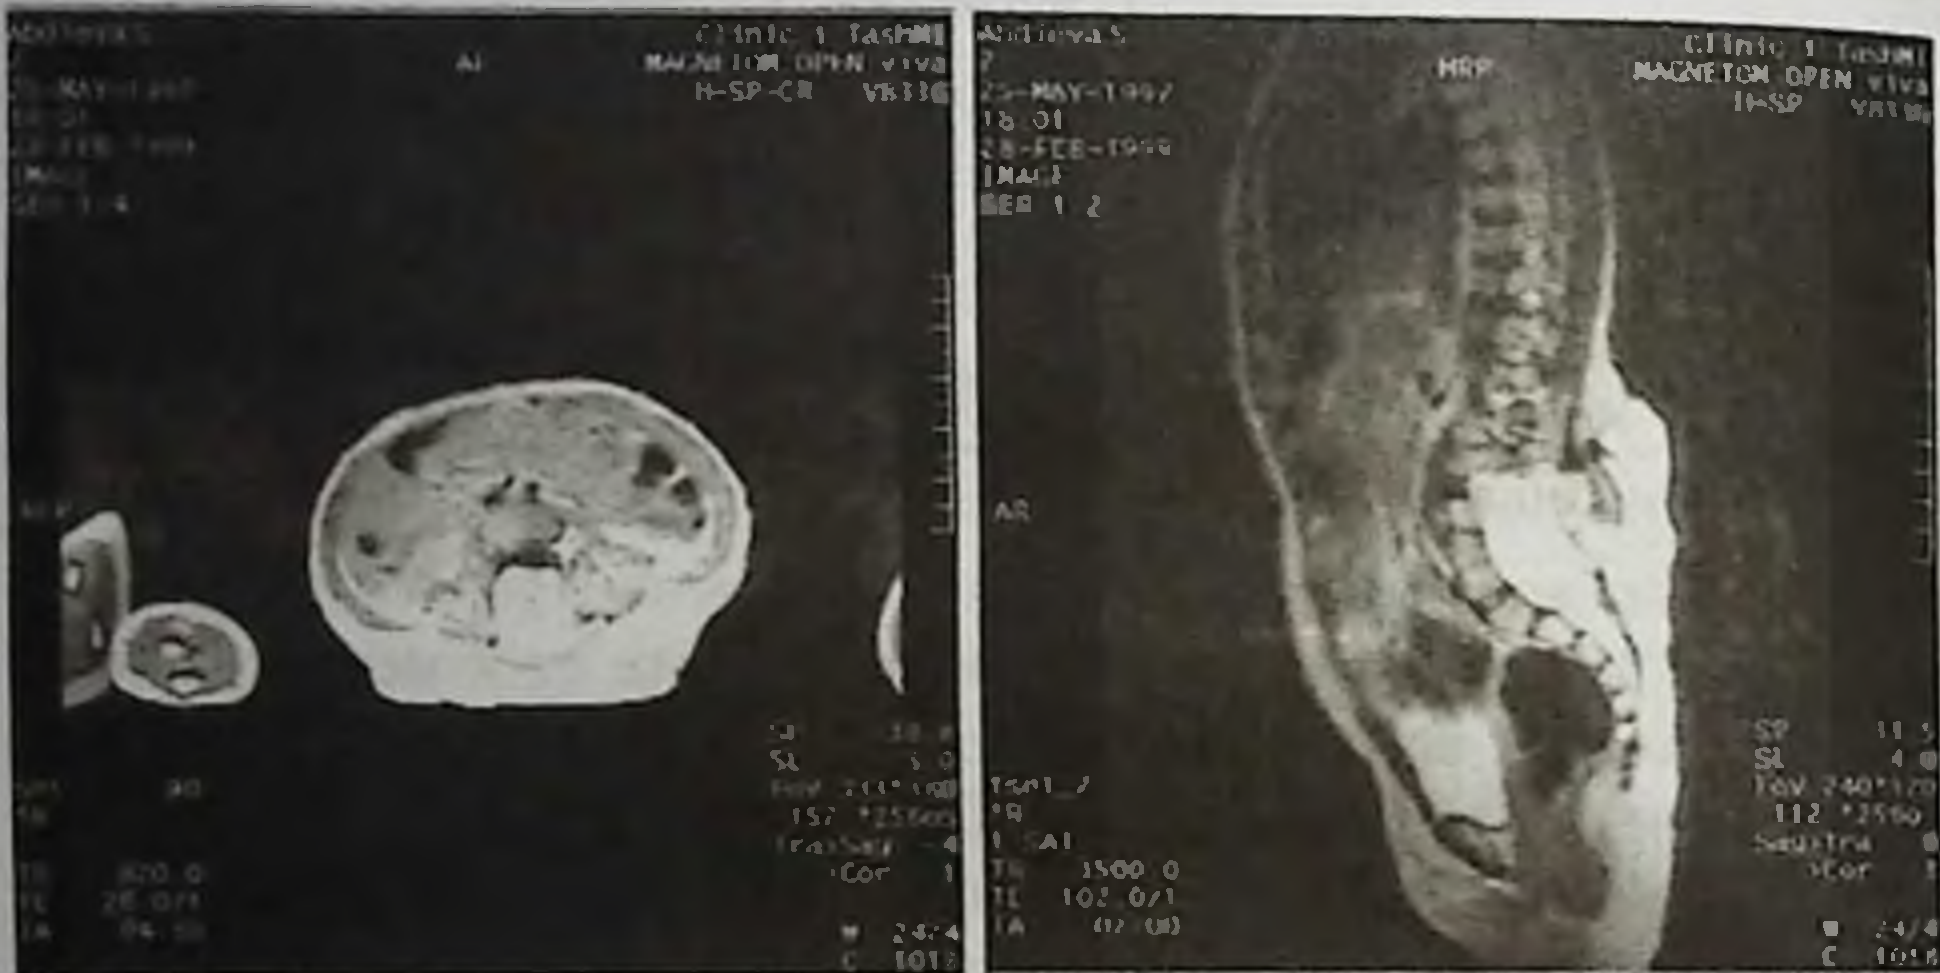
Магнитно-резонансная томография ребенка А. С., 2 г. с врождённой спинномозговой грыжей.
